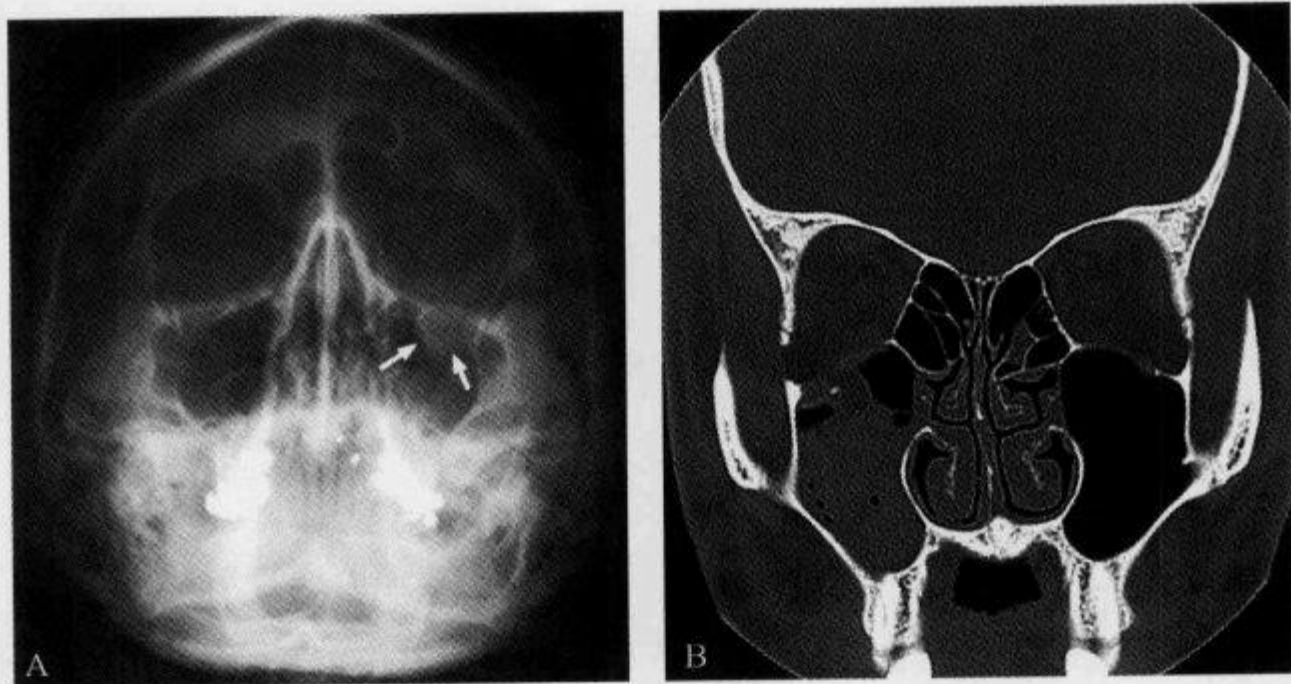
X 线平片及 CT 冠状位扫描示“泪滴状征”
